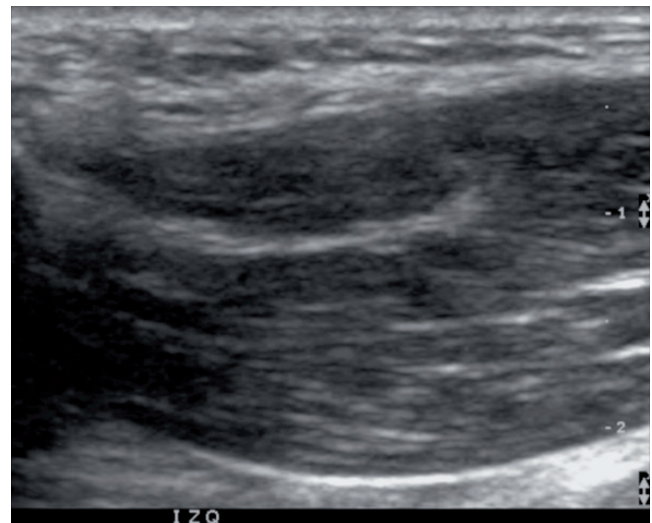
Ecografía: se observa músculo masetero aumentado de tamaño respecto al contralateral.
